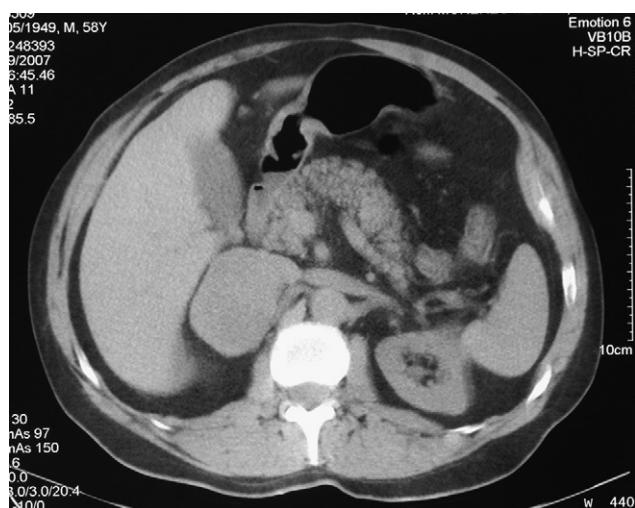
TC abdominal: masa adrenal derecha de 6 cm.
